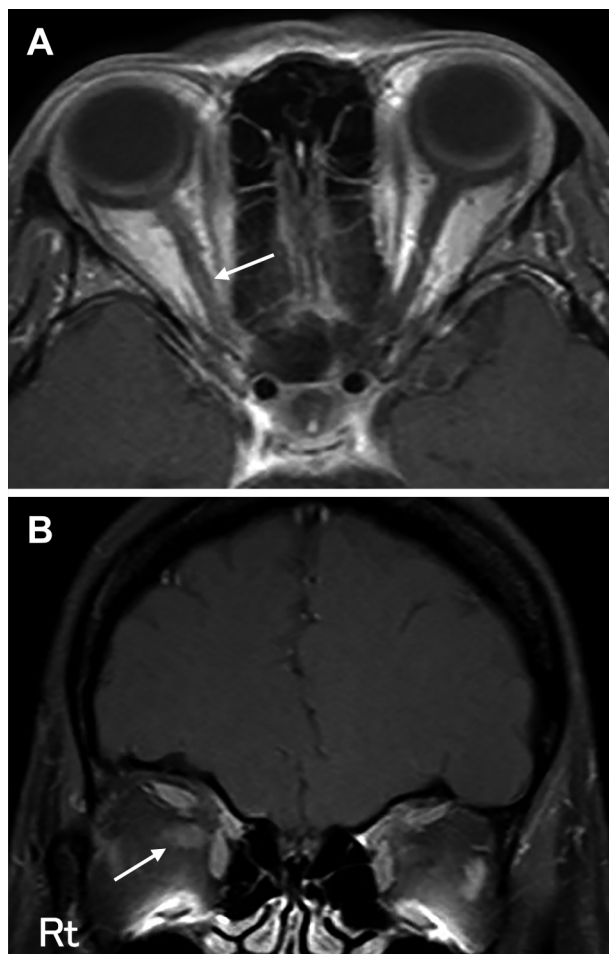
Orbita gadolinium enhanced MRI findings at the age of 40. Axial (A) and coronal (B) T₁WI on orbita gadolinium enhanced MRI at the age of 40 revealed post-contrast enhancement and slight swelling in the right optic nerve (arrows). A: (3 T: TR 406.631 ms, TE 16 ms). B: (3 T: TR 569.283 ms, TE 16.0594 ms). [Abbreviations] T₁WI, T₁ weighted image.
